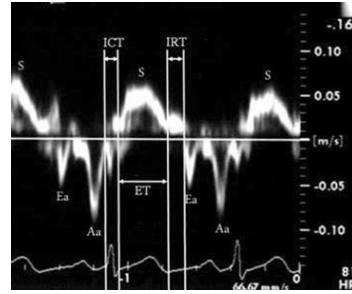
Measurement of myocardial performance index (ET, ejection time; ICT, isovolumetric contraction time; IRT, isovolumetric relaxation time; Am, late myocardial velocity; Em, early myocardial velocity; Sm, systolic myocardial velocity). Time intervals of the myocardial performance index (MPI) derived from pulsed wave tissue Doppler echocardiography. MPI was calculated as the sum of ICT and IRT divided by ET
